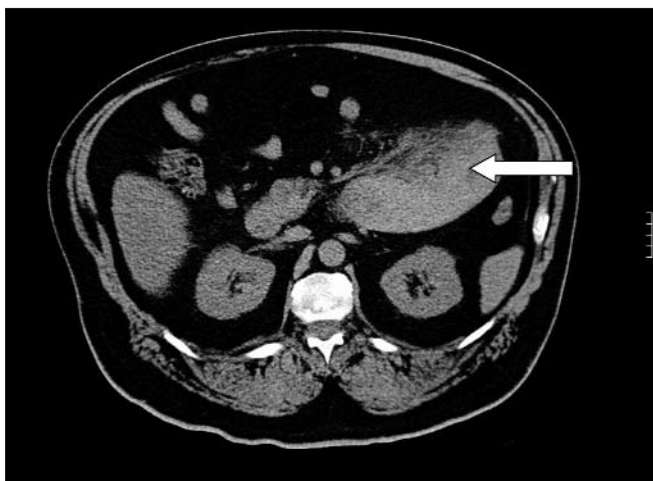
Aspectul CT al ansei (secțiune transversală)
